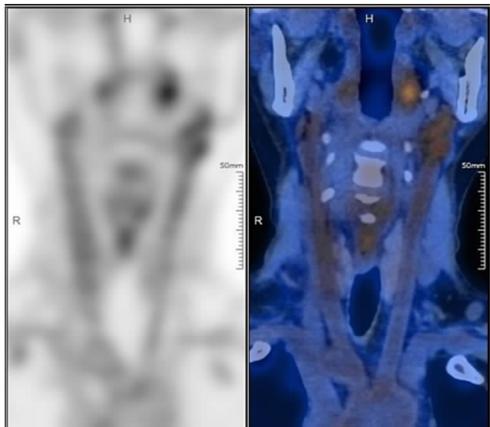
PET-CT 提示双侧颈动脉 SUV 值升高
